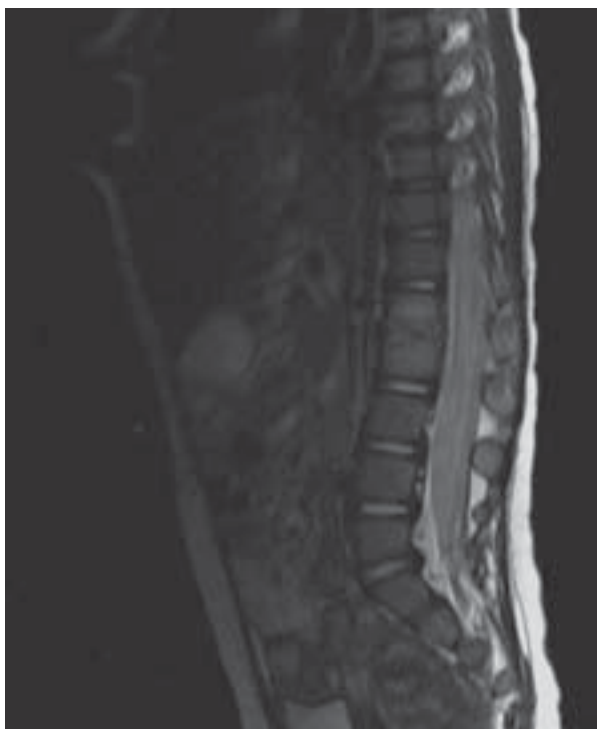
RM de columna completa. Se observa afectaci3n del disco y paravertebral en espacio L1-L2.
